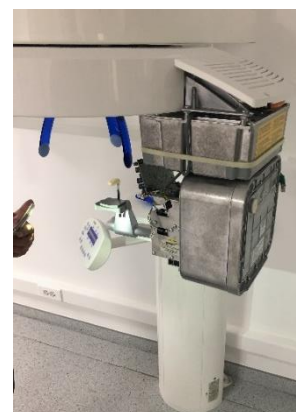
Ortopantomógrafo Sirona desmontado.
